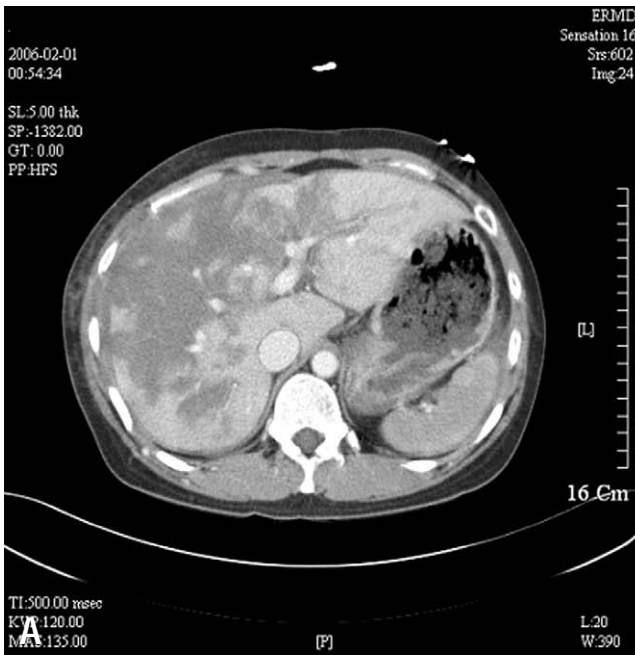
Example of bilateral liver injury on abdominal computed tomography (A). The operative finding shows deep laceration on the right lobe and segment 4 of left lobe of liver (B).
